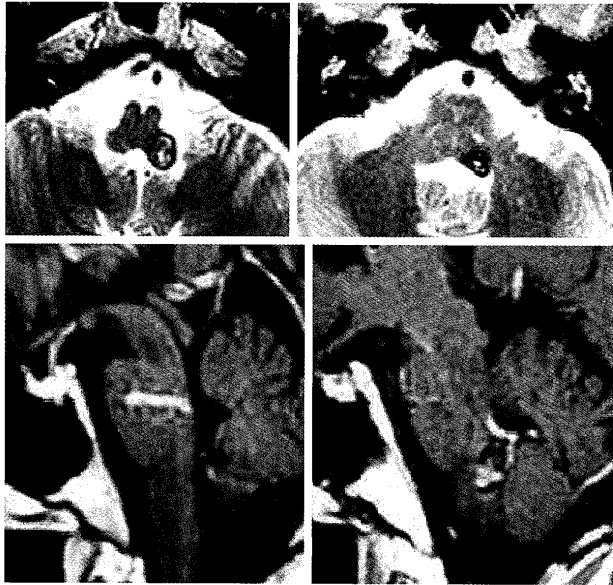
The preoperative axial MRI, T2-weighted images (A, B), and enhanced sagittal images (C, D) for case 3. The lesion and associated hematoma are located in the left posterolateral of the medulla oblongata.
